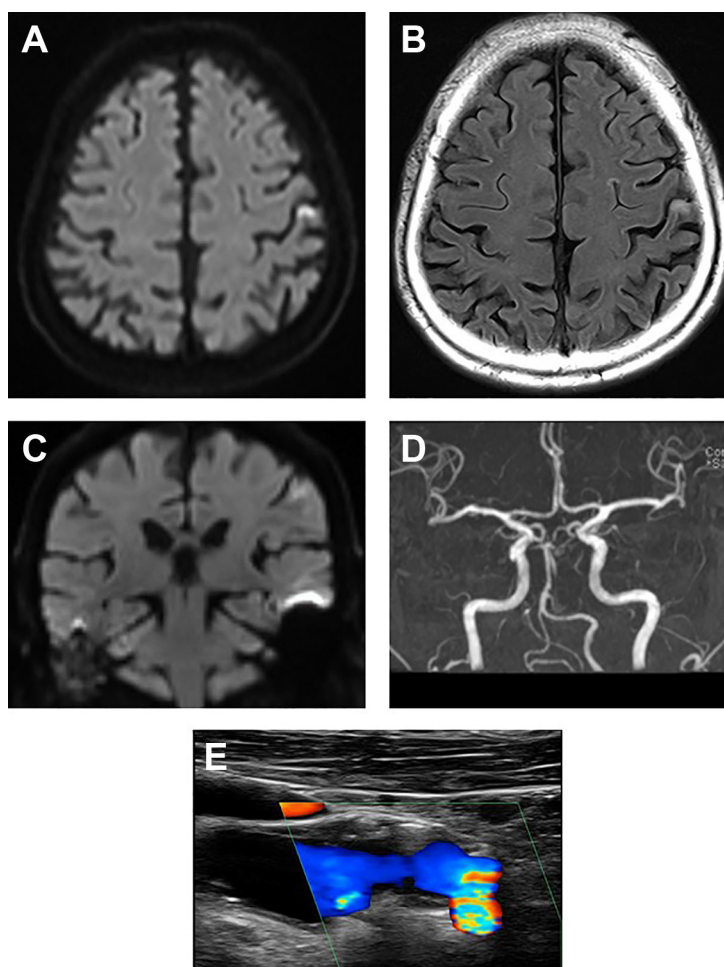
MRI of the brain and Carotid ultrasonography.
